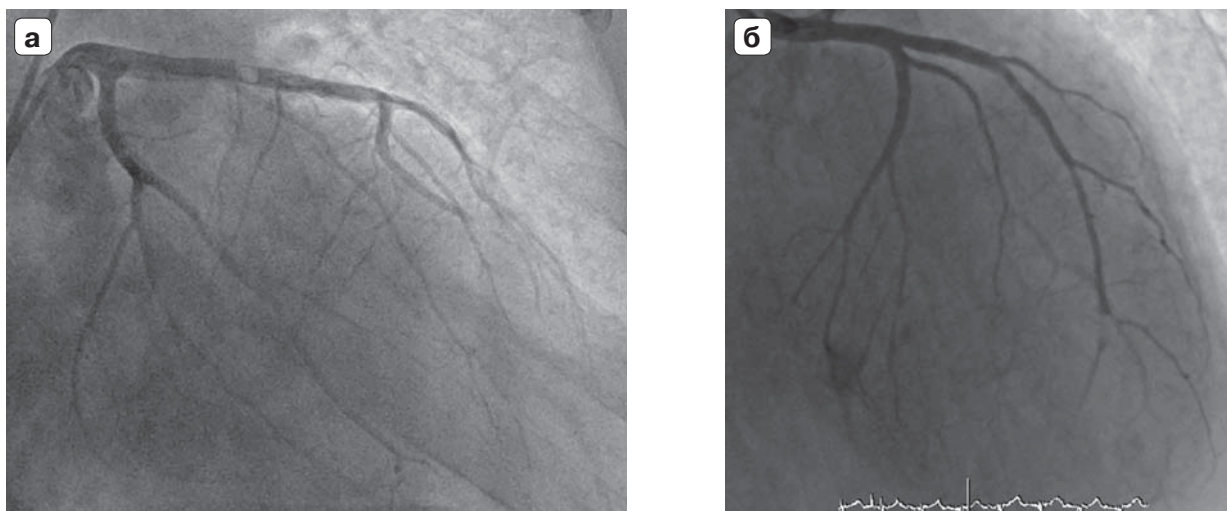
Пациент С., 67 лет, с ОИМ-ST передней стенки левого желудочка и осложненной пневмонией (КТ-4). а – исходная коронароангиограмма ЛКА с признаками флотирующего тромба в ранее установленном стенте в ПМЖВ; б – коронароангиограмма ЛКА после тромбэкстракции и повторного стентирования ПМЖВ ЛКА.
